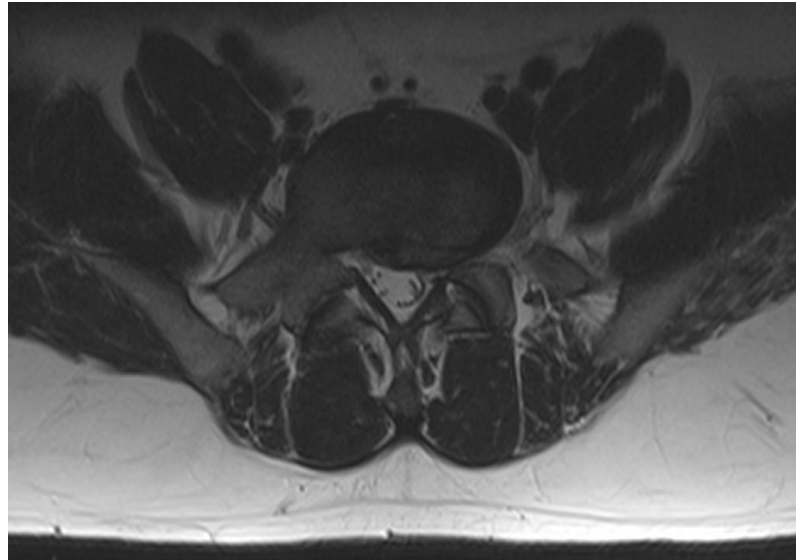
RM en T2 de columna lumbar en cortes sagital y axial en la que se observa compresión del agujero de conjunción de L5-S1.
